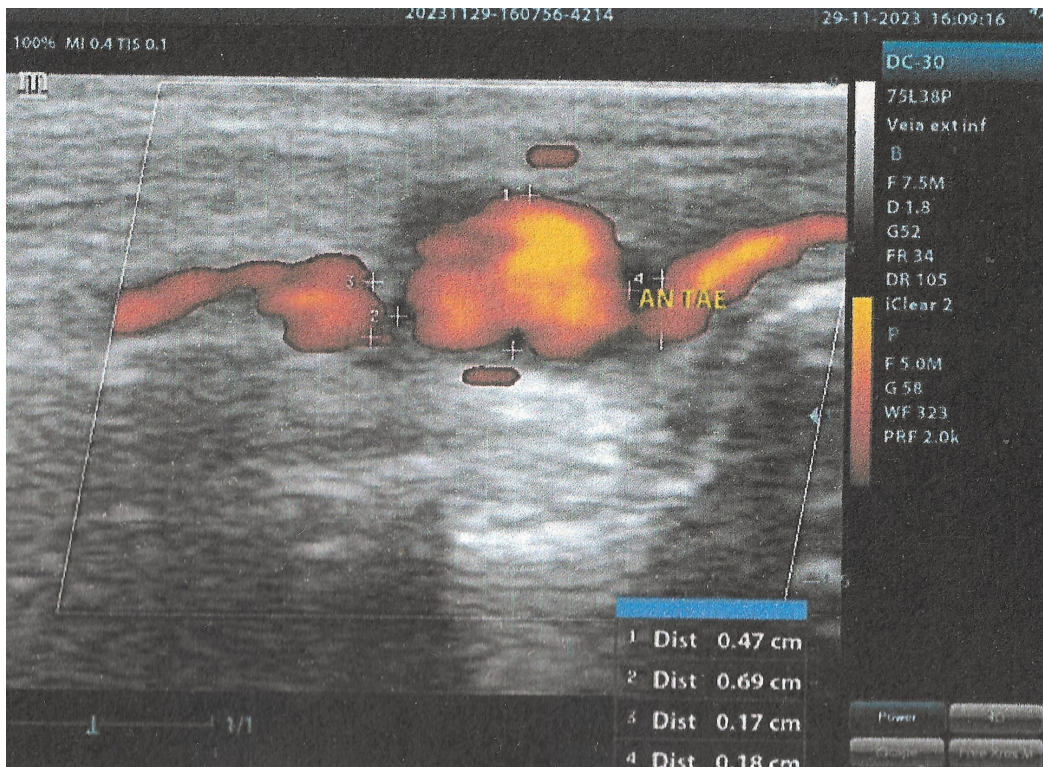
Ultrassom Doppler mostrando aneurisma na transição da artéria tibial anterior e dorsal do pé, com fluxo turbilhonar no interior, realizado pela equipe da cirurgia vascular. Tamanho: 0,7 cm látero-lateral e 0,5 cm anteroposterior.
